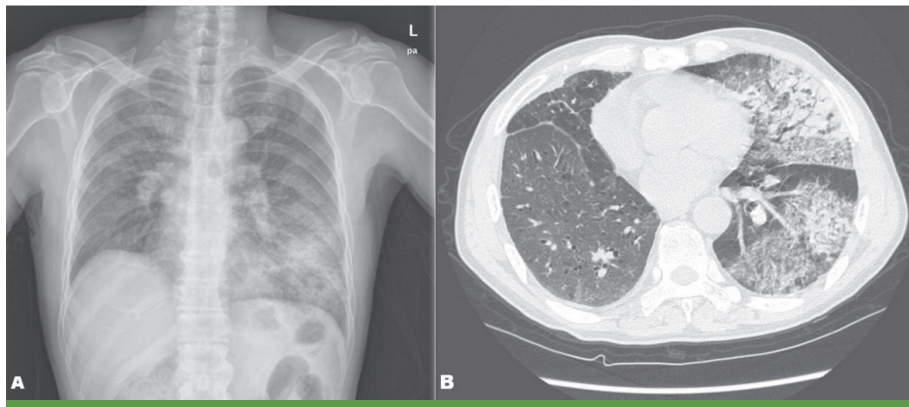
Chest radiograph of patient at readmission (A) Simple chest radiography shows consolidation in the left lung. (B) High-resolution computed tomography reveals consolidations and ground glass opacities in left upper and lower lobes.
